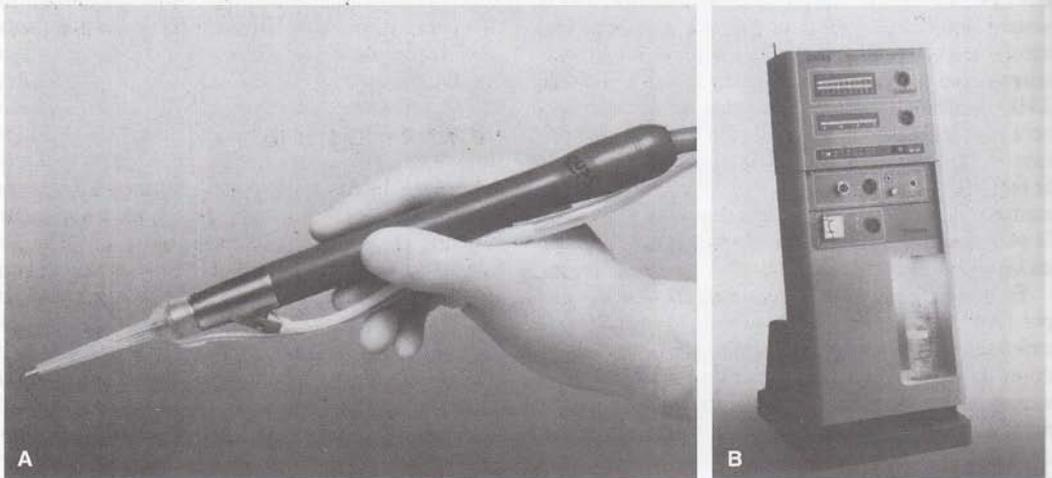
Sistema Cavitacional Ultrasonic Surgical Aspirator. Este sistema se emplea para fragmentar, irrigar y aspirar tejidos corporales. En neurocirugía se lo utiliza para extirpar ciertos tipos de tumores cerebrales. A. Pieza de mano estéril. B. Unidad de control. (Cortesía de Valleylab, Inc., Stamford, CT.)
